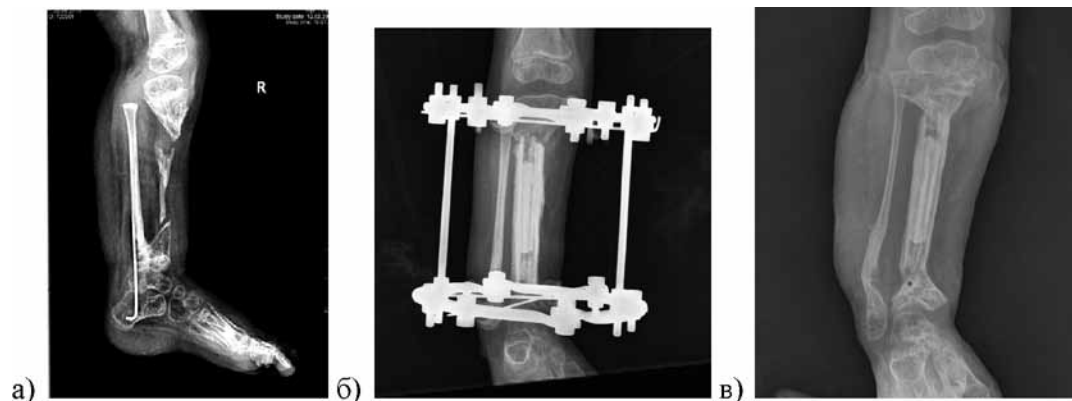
Рентгенограммы голени пациентки У., 3 года:
